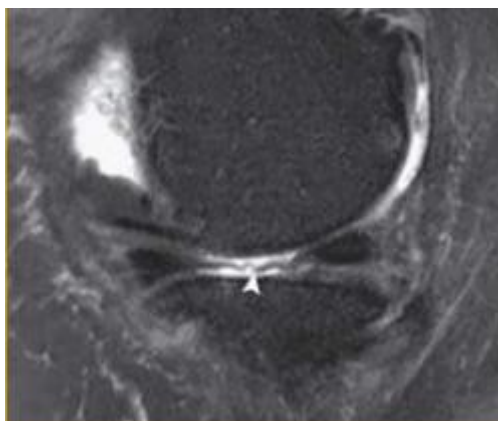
IRM coupe sagittale montrant l'image d'aspect linéaire et striée du ménisque externe (flèche blanche)
